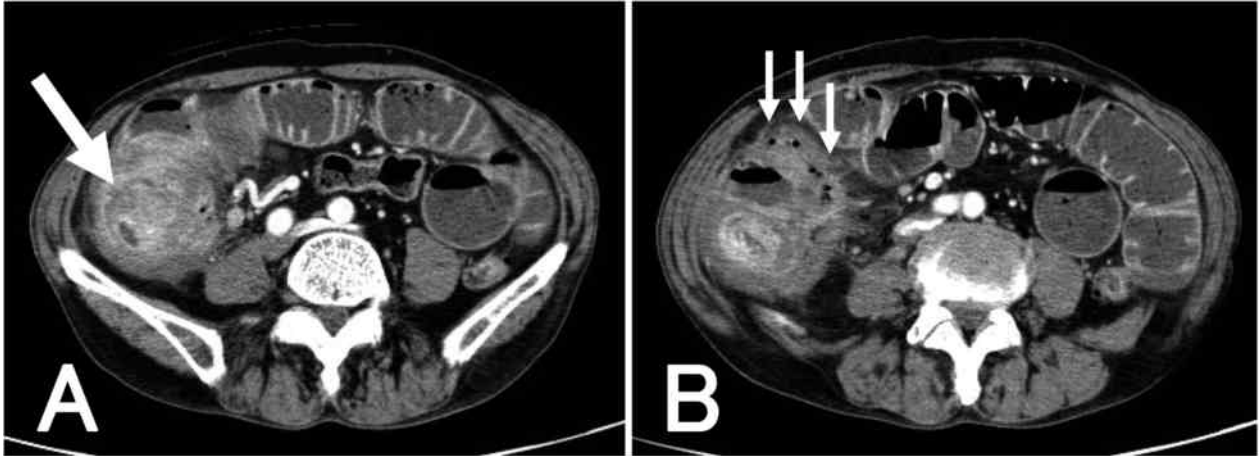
Enhanced computed tomography before surgery
